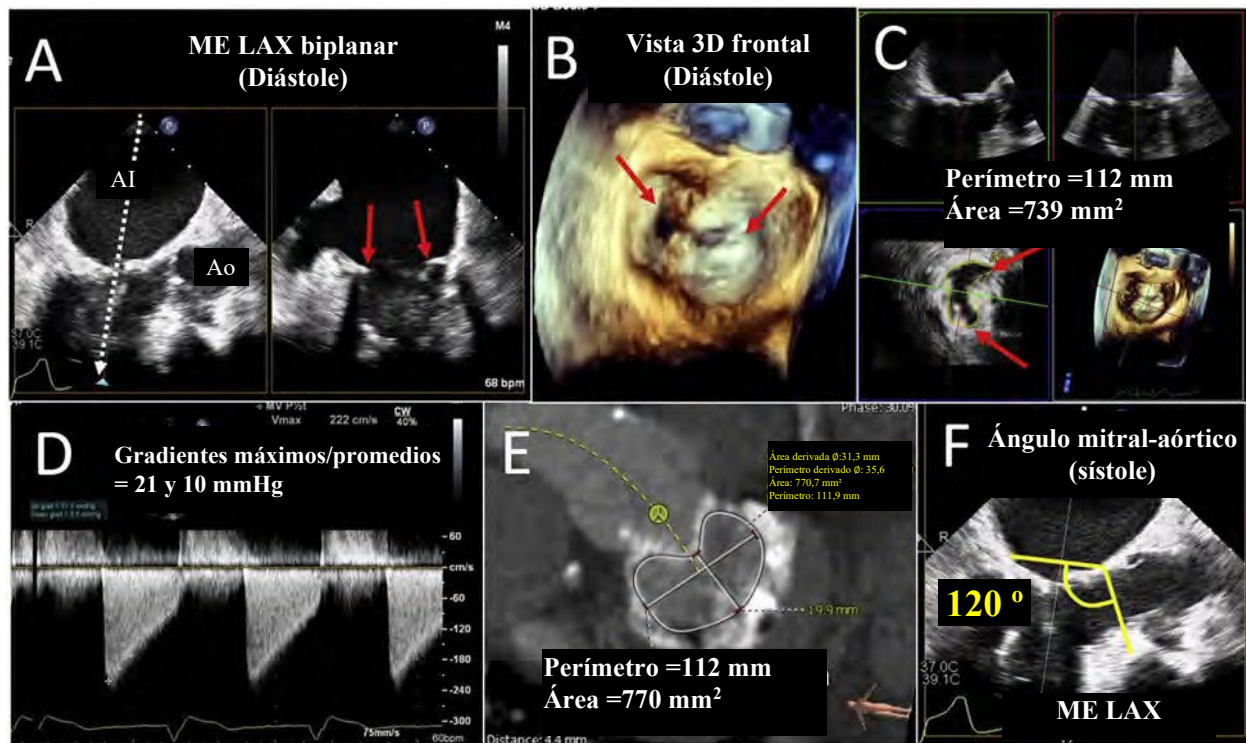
Estenosis mitral degenerativa (EM). El calcio anular mitral (CAM) puede extenderse de forma variable a las valvas, pero la mayor restricción del flujo generalmente ocurre en el anillo. Imágenes biplanares desde la vista esofágica media (ME) (A, la flecha blanca indica la ubicación de la imagen ortogonal) y la vista 3D frontal (B) muestran la ubicación del calcio anular (flechas rojas). Mediante reconstrucción multiplanar (C) 3D, el área anular por planimetría es de 0,74 cm², coherente con la EM grave debido a la rigidez aumentada del anillo y las valvas sin fusión comisural (flechas rojas en A-C). El Doppler CW (D) muestra gradientes máximos/promedios = 21 y 10 mmHg, respectivamente. Frecuentemente, la gravedad y la extensión del calcio se evalúan con mayor precisión mediante imágenes tomográficas (TC) (E), que también se pueden usar para evaluar la gravedad de la estenosis. El riesgo de obstrucción del flujo de salida ventricular izquierdo después del reemplazo transcáteter de la válvula mitral puede predecirse mediante la agudeza inicial del ángulo mitral-aórtico (F). Ao: Aorta; AI: aurícula izquierda; LAX: eje largo.
